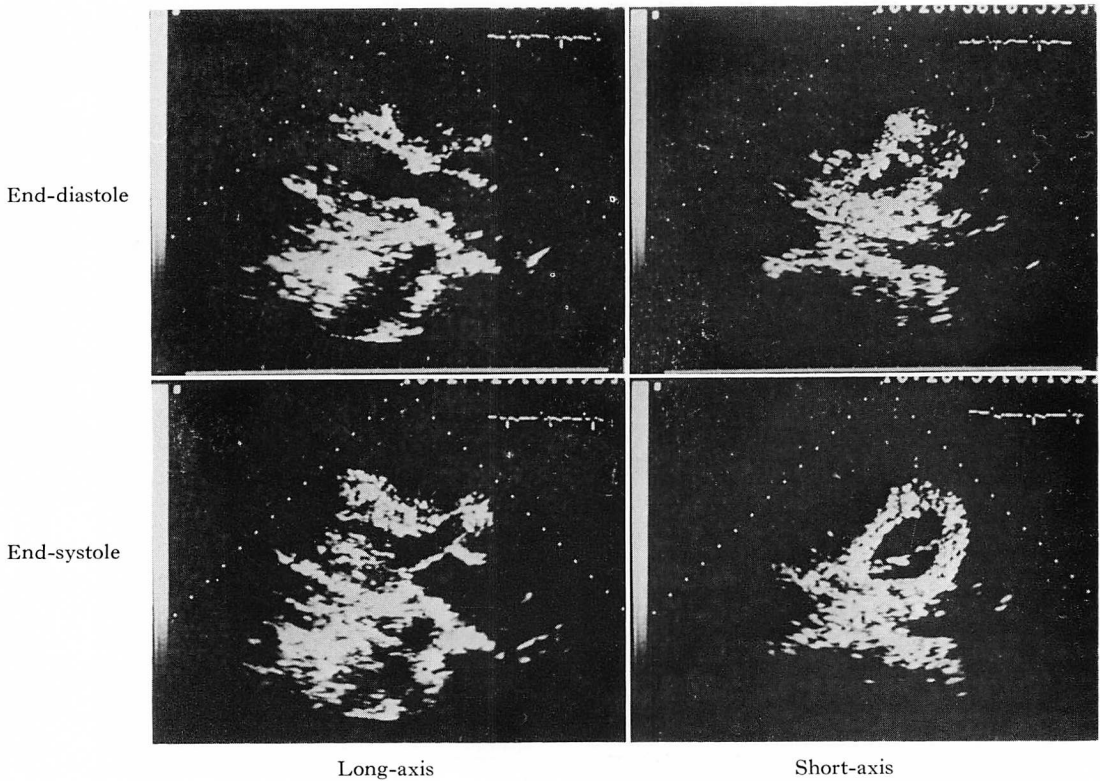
Two-dimensional echocardiograms on admission.
